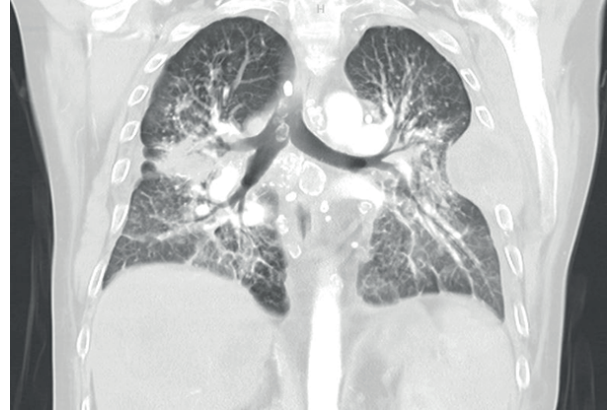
a,b: On thoracic computed tomography in the coronal plane showed enlarged lymph nodes and lymphadenopathies in mediastinal, subcarinal, and bilateral hilar areas with occasional conglomeration and occasional calcifications.
